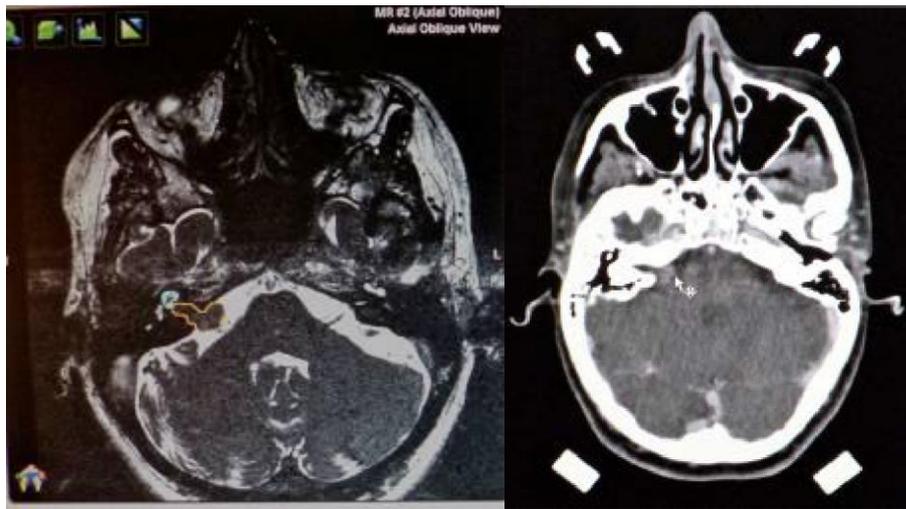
Imagen de SV en RM secuencia T2 CISS (izquierda) y TC con contraste(derecha)
